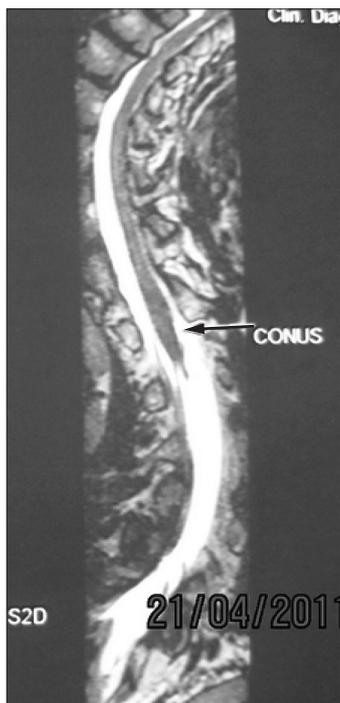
Магнитно-резонансная томограмма больного Ж., 15 лет, с тяжелой идиопатическим кифосколиозом грудной локализации.
